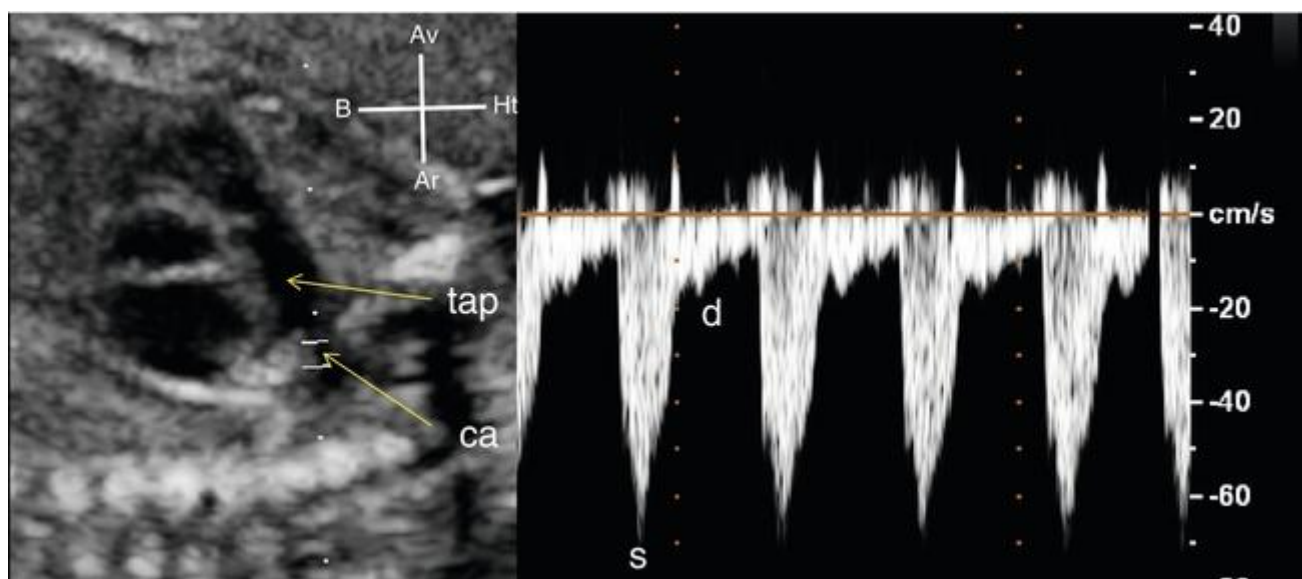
Flux de canal artériel (ca) en Doppler pulsé.
